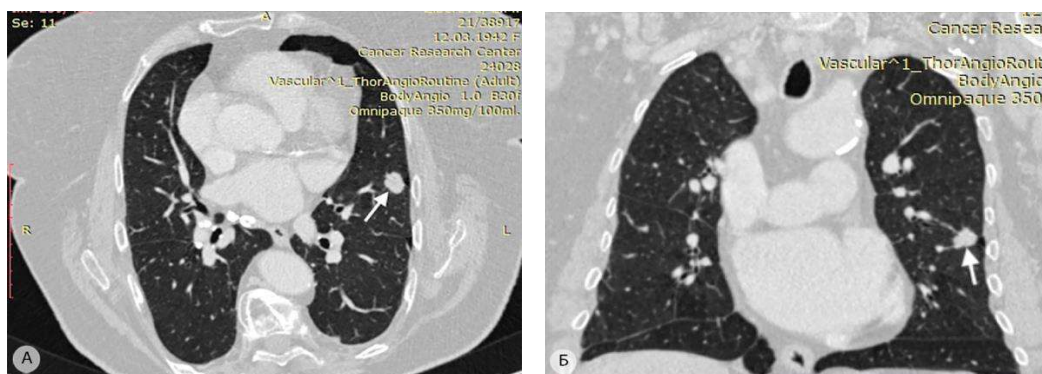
Периферическая аденокарцинома верхней доли левого лёгкого. Опухоль размерами 12×16 мм (показана стрелкой) локализуется на границе S⁴ и S⁵. Компьютерные томограммы: а – аксиальная проекция; б – фронтальная проекция
